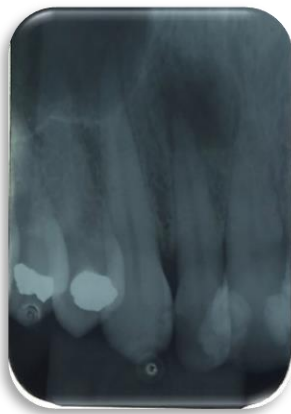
Radiografia periapical inicial realizada em 06 de junho de 2019.
